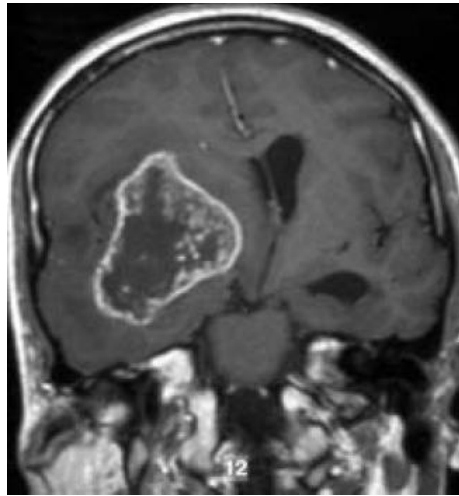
IRM pondérée T1 d'un patient atteint d'un glioblastome, après injection de Gadolinium. Une prise de contraste est observée autour du glioblastome. Elle correspond à la vascularisation ainsi que la fuite du produit de contraste à cause de la rupture de la BHE [Grand et al., 2007].
